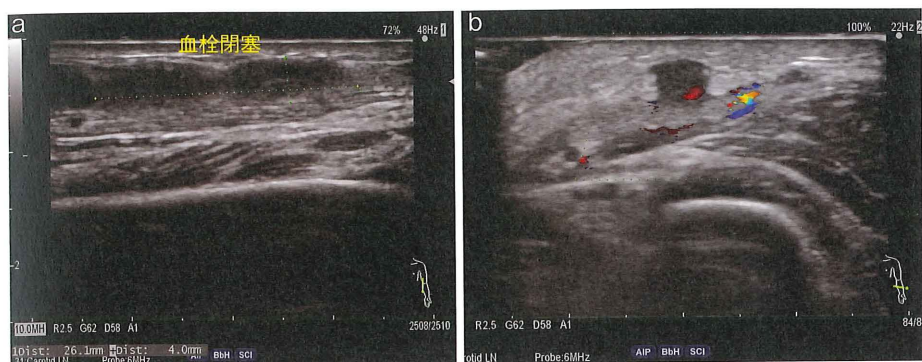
血栓閉塞したシャント静脈のエコー画像（症例3）
